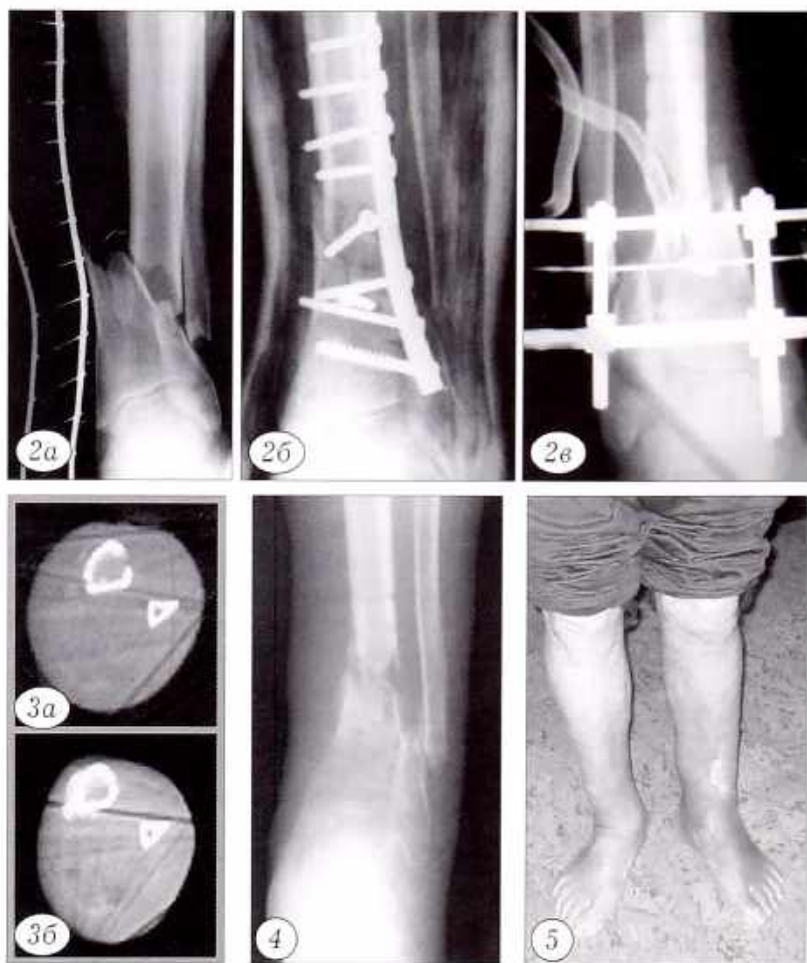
Рентгенограммы левой голени больного С.
